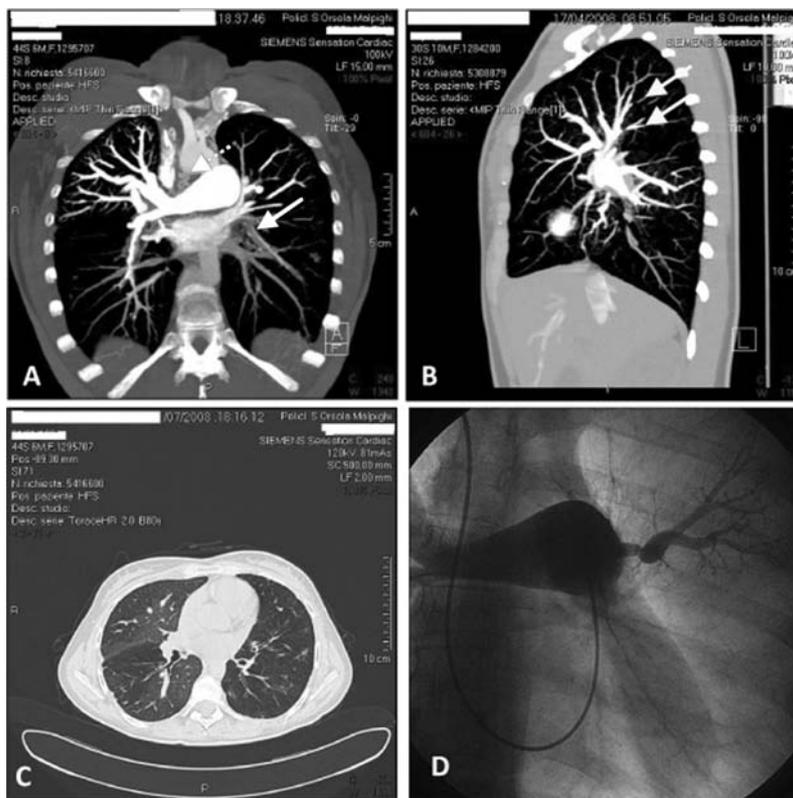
A: tomografia computerizzata (TC) spirale polmonare con mezzo di contrasto; ostruzione completa del ramo dell'arteria polmonare per il lobo inferiore sinistro (freccia continua); ipertrofia delle arterie bronchiali (freccia tratteggiata). B: TC spirale polmonare con mezzo di contrasto; ostruzioni multiple dei rami subsegmentari (freccie). C: TC spirale polmonare con mezzo di contrasto: oligoemia a mosaico. D: angiografia polmonare; ostruzione completa del ramo per il lobo inferiore e lingula del polmone sinistro.
